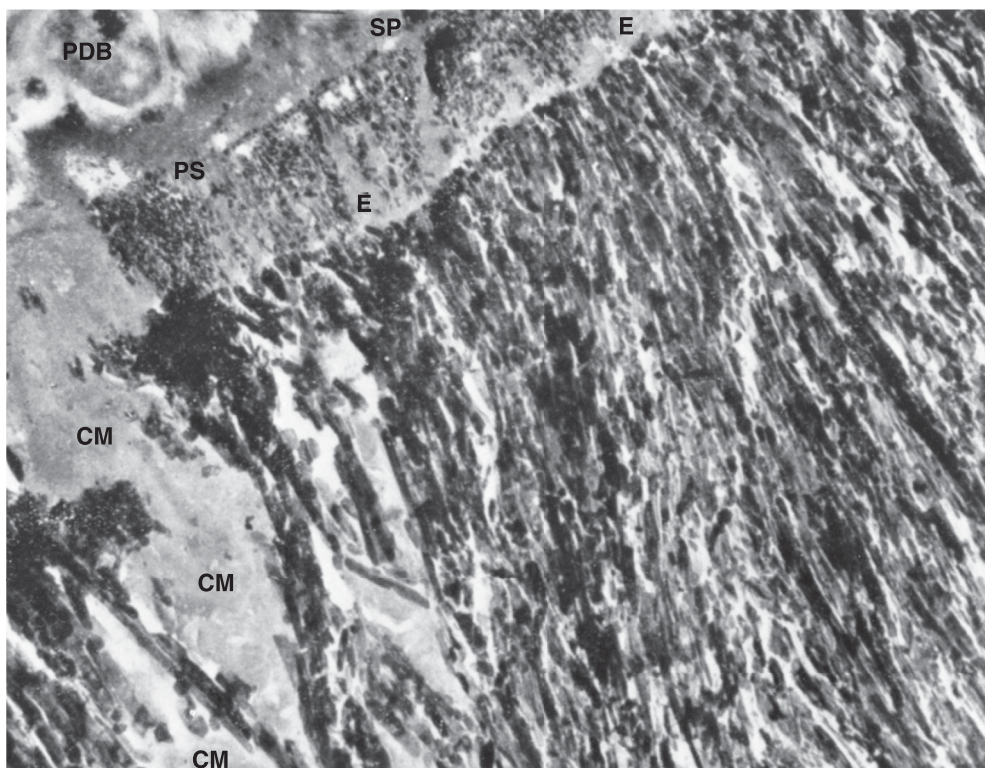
Capa de superficie de esmalte de un punto café mesial en un segundo molar inferior de un paciente de 47 años de edad. El ataque de caries ha destruido los cristales de apatita del esmalte en la capa externa (E) de casi 0.8 mm de ancho. Un pequeño defecto irregular obturado con matriz orgánica consolidada (CM) se extiende en la profundidad de la lesión a través del esmalte superficial. Comentario de enseñanza: la fractura en el esmalte con su matriz consolidada es un poro comunicándose con la lesión de subsuperficie. La matriz consolidada también constituye parte de la película de subsuperficie. Es muy importante para el entendimiento de los conceptos de desmineralización y remineralización de una lesión incipiente. Si la capa de esmalte de superficie es mesial, etc. (De Frank RM, Brendel A. Ultrastructure of the approximal dental plaque-and the underlying normal and carious enamel. *Arch Oral Biol.* 1996; 11:909. Permiso otorgado por Pergamon Press, Ltd., Oxford, England.)
